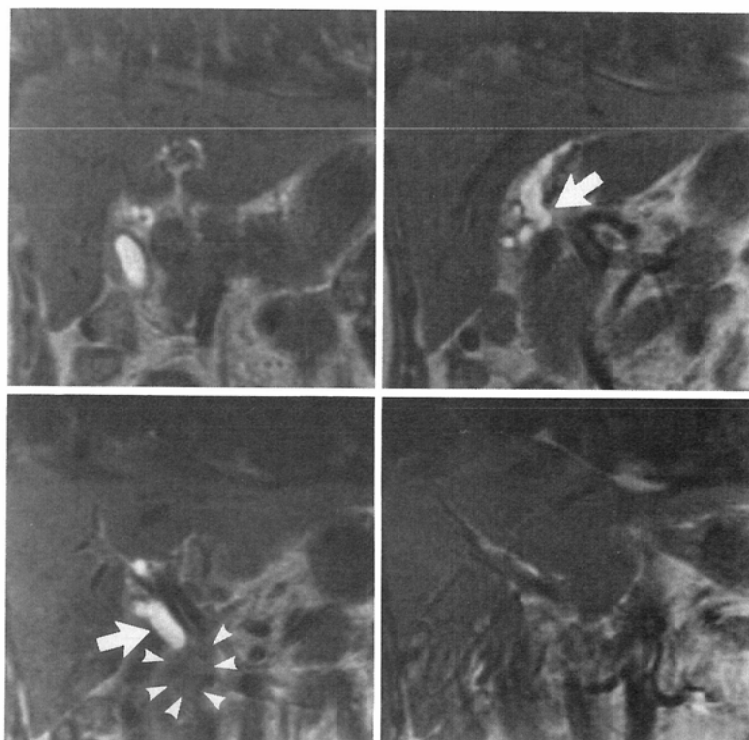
Biliary enhanced MR images by Gd-DTPA via PTGBD tube clearly show complete common bile duct obstruction. Arrow: common bile duct, arrow head: tumor
